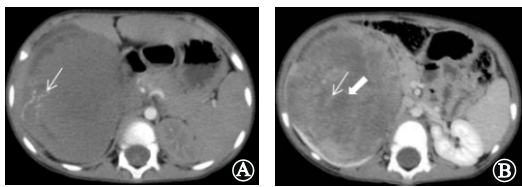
右肾透明细胞肉瘤:A为CT增强轴位,右肾类圆形混杂密度肿块,可见多发扭曲小血管影(细箭头);B为右肾病灶坏死部分(粗箭头)与实性部分(细箭头)相间分布,呈虎斑样改变
